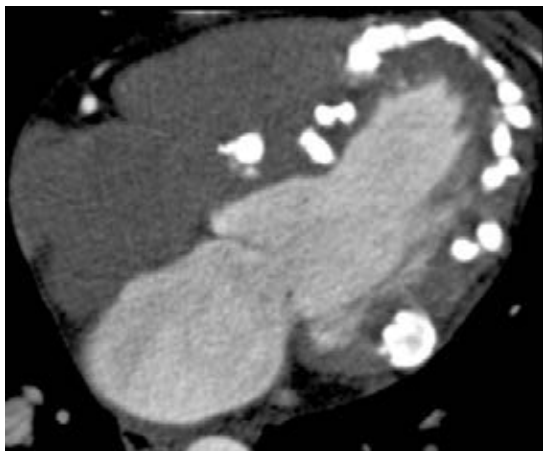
Tomografía computada en eje cardíaco 4 cámaras en mujer de 57 años con historia de disnea: calcificaciones difusas miocárdicas “corazón en porcelana”.
